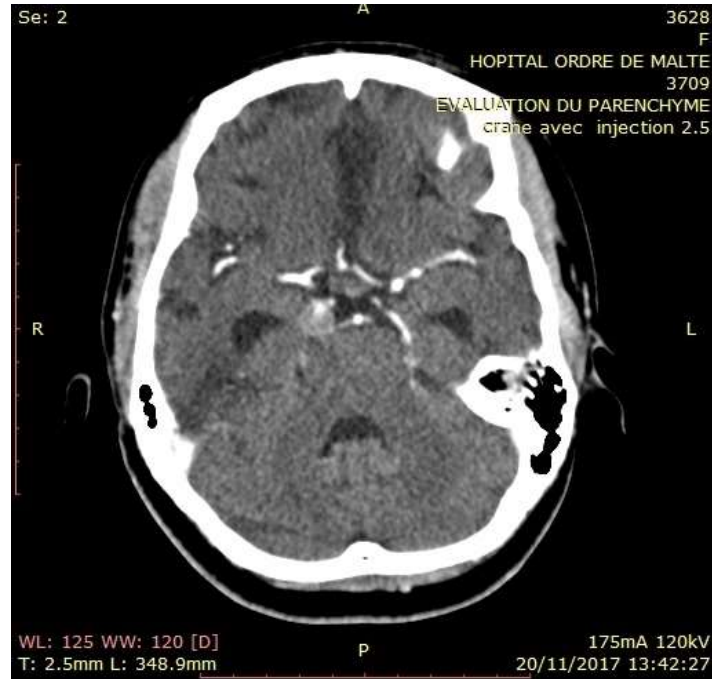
TDM cérébrale injectée montrant un anévrisme partiellement thrombosé de la communicante postérieure droite et une hypodensité parenchymateuse bi frontale jouxtant la ligne médiane
